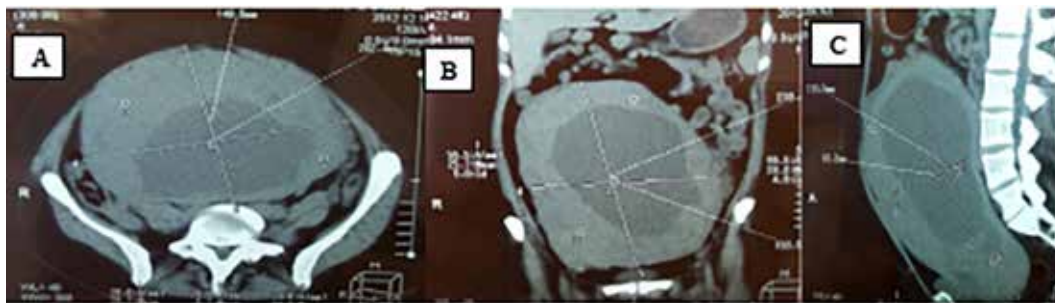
TAC abdomen y pelvis. A. Corte axial. B. Corte coronal. C. Corte sagital.
